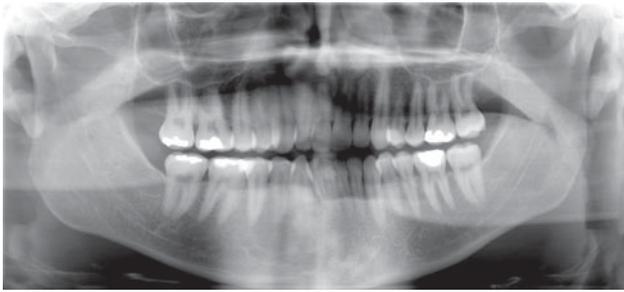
Ortopantomografia dentária após a exodontia dos três terceiros molares inclusos.
